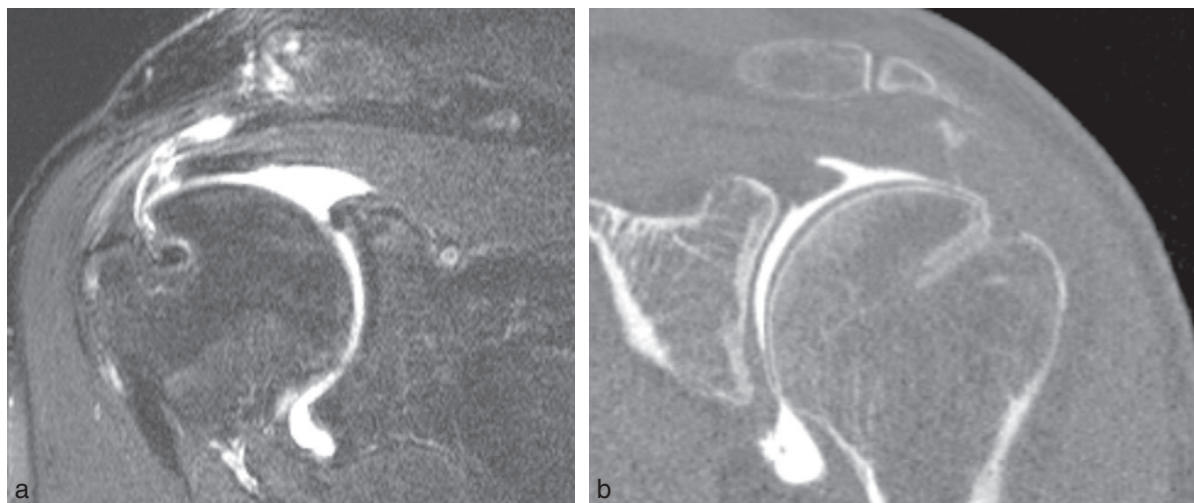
Faux aspect de rupture itérative après réparation sous arthroscopie en double rangée. L'image d'addition dans le tendon correspond au trajet du fil du rang médial dans le tendon sur arthro-IRM (a) et sur arthroscanner (b). Noter la direction oblique du trajet du fil, avec un point d'entrée superficiel plus médial que le point de sortie articulaire. Ce trajet oblique peut être responsable de tension excessive, voire de fragilisation tendineuse, au moment du serrage du nœud à la face superficielle du tendon.
